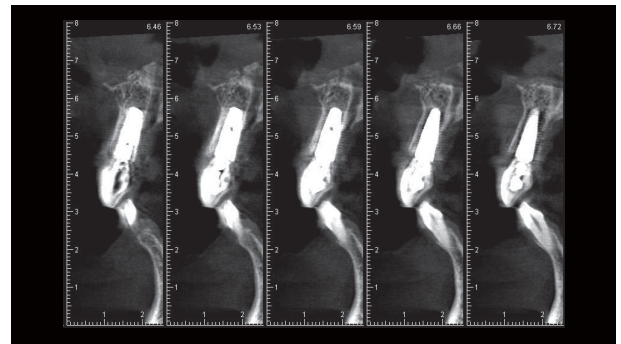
最終修復より6年後のCT像、唇側に十分な厚みの硬組織が温存されている。
